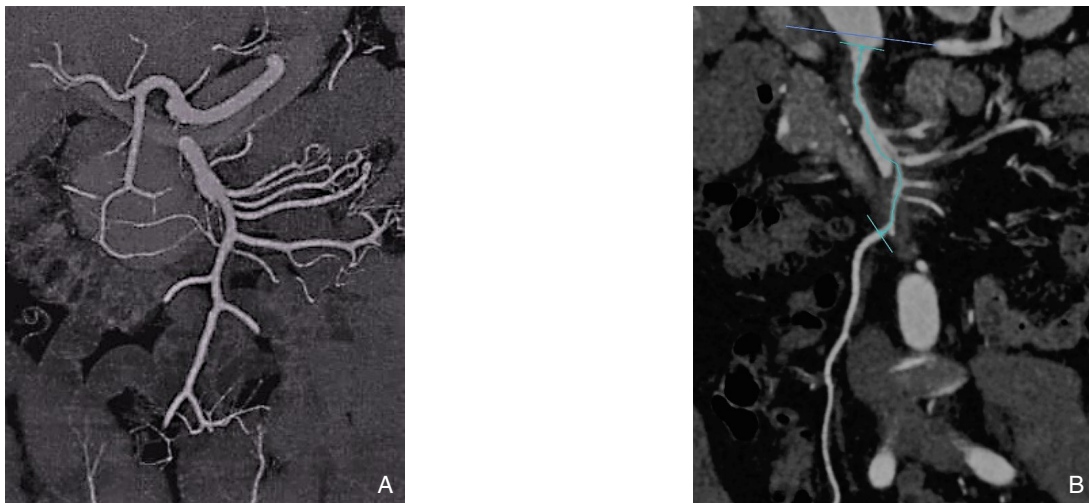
病例 3 复发前后影像学资料 A: 初发 CT 表现; B: 再发后 CT 示夹层较前明显进展
